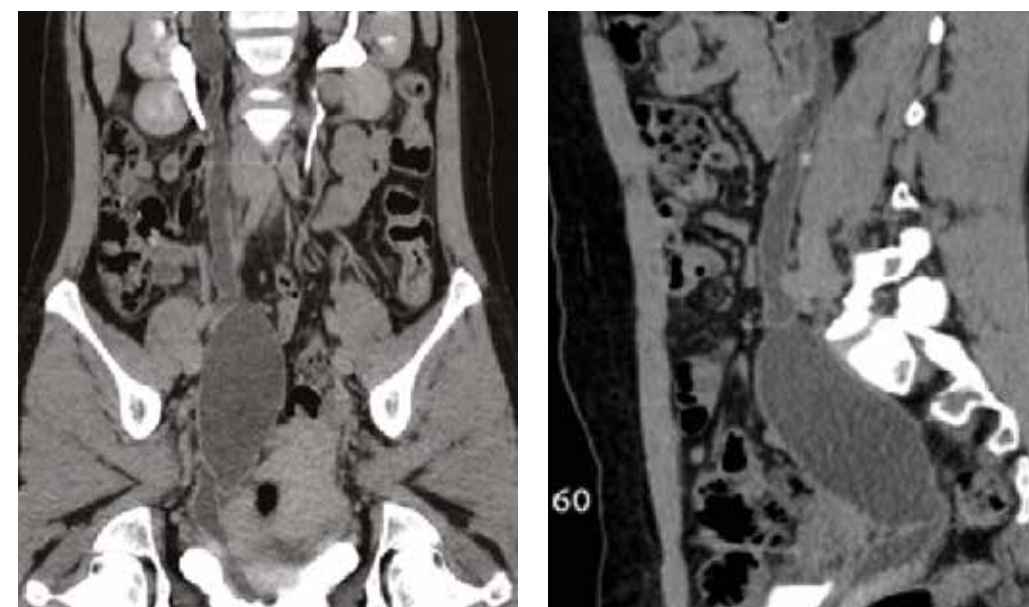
КТ изображение мегауретера добавочной почки справа
